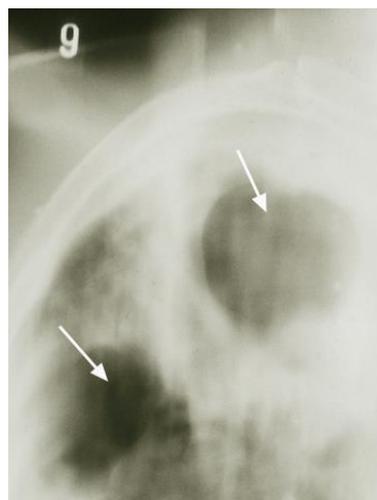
Konventionelle Tomographie; Detailaufnahme des rechten Lungenoberlappens mit 2 ausgedehnten spezifischen Kavernen.
